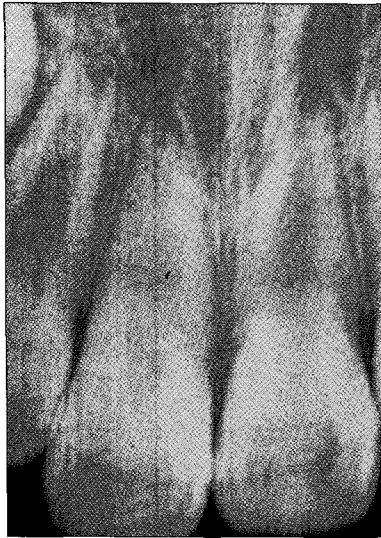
8개월 후 치근단 방사선 사진
